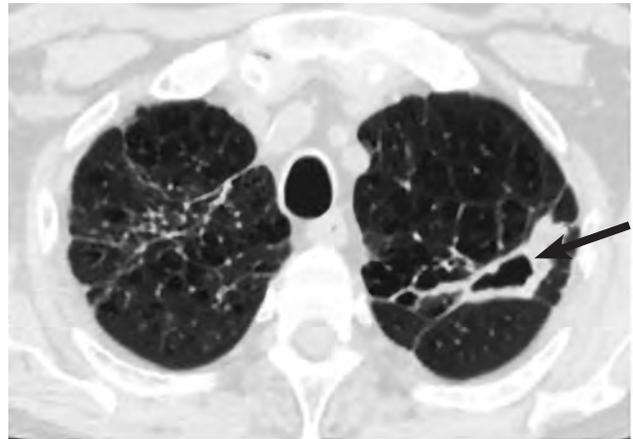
На аксиальном КТ-срезе легких (легочное окно) в S1+2 левого легкого определяется тонкостенная полость (стрелка) [12]
